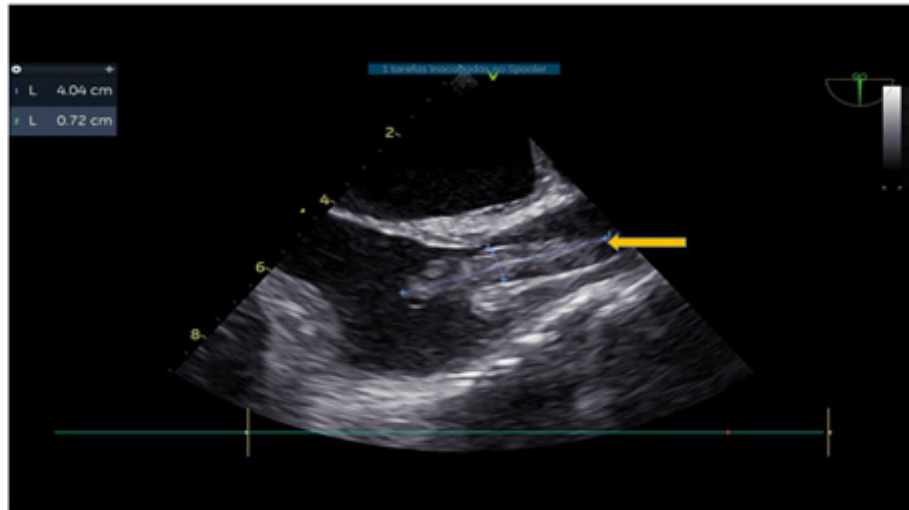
Ecocardiograma transefágico mostrando imagem hiperecogênica no interior do átrio direito, projetando-se para a veia cava superior. (Seta amarela).
